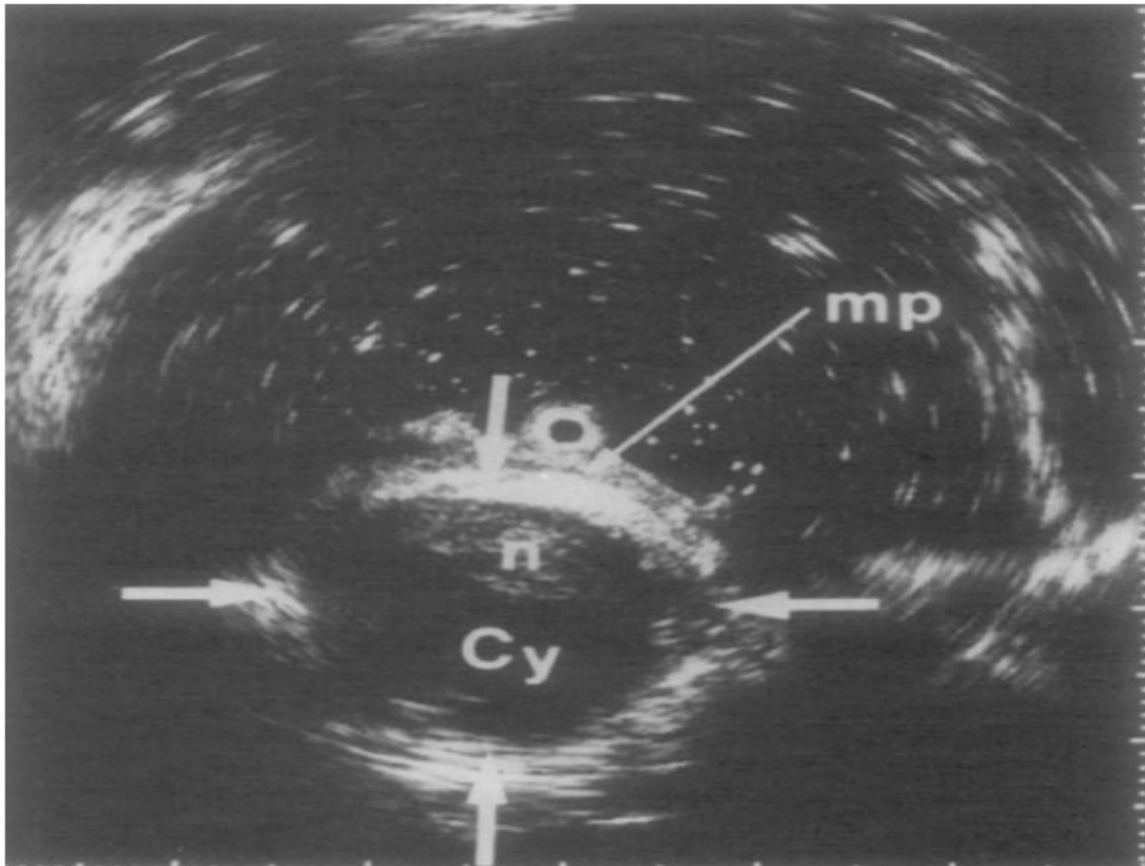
Image échographique montrant une compression de la paroi caecale par une mucocèle appendiculaire (89).
